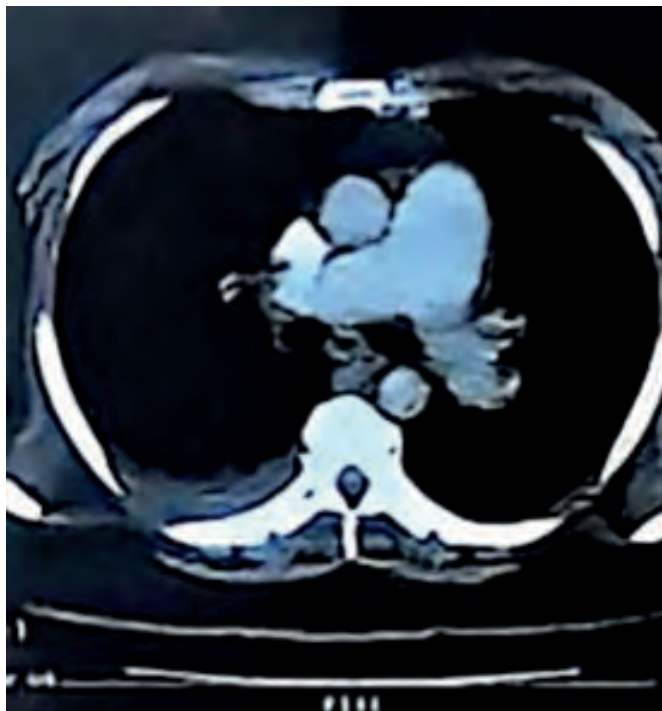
Angio-TAC de alta resolución del tórax. Se observa trombosis pulmonar de aspecto crónico localizada en las ramas segmentarias de la base derecha con focos de infarto pulmonar y signos de necrosis central, escaso derrame pleural derecho y atelectasias laminares derechas.
